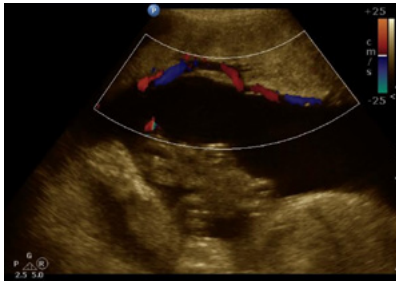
Se visualiza trayecto de vasos al doppler color entre ambos cordones.
